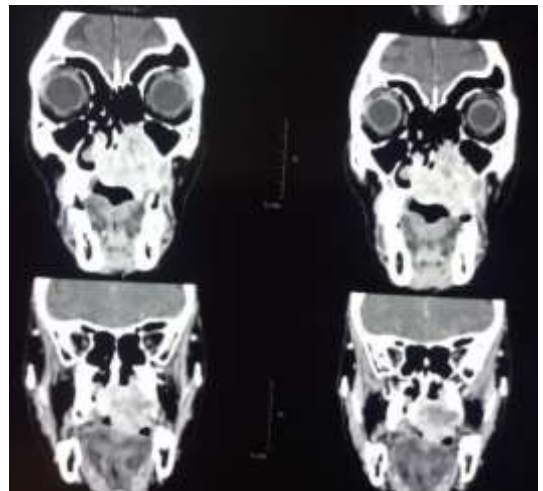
Image d'une tumeur du palais à la TDM
